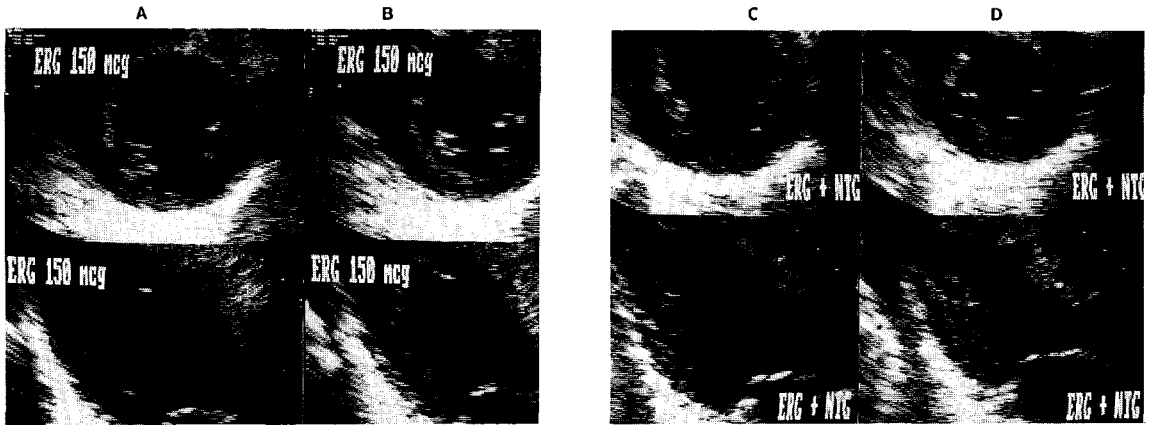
An example of ergonovine echocardiography. A and B columns represent left ventricular(LV) wall motion in short axis and apical two chamber views after 0.15 mg ergonovine(ERG) injection, and LV wall motion after nitroglycerin(NTG) is shown in C and D columns. After ergonovine injection, severe hypokinesia of mid anterior and anterior septal segment developed, which resulted in so-called 'cavitary sign'(A, B). These wall motion abnormalities reversed with nitroglycerin administration(C, D). A, C:beginning of systole, B, D : end of systole
